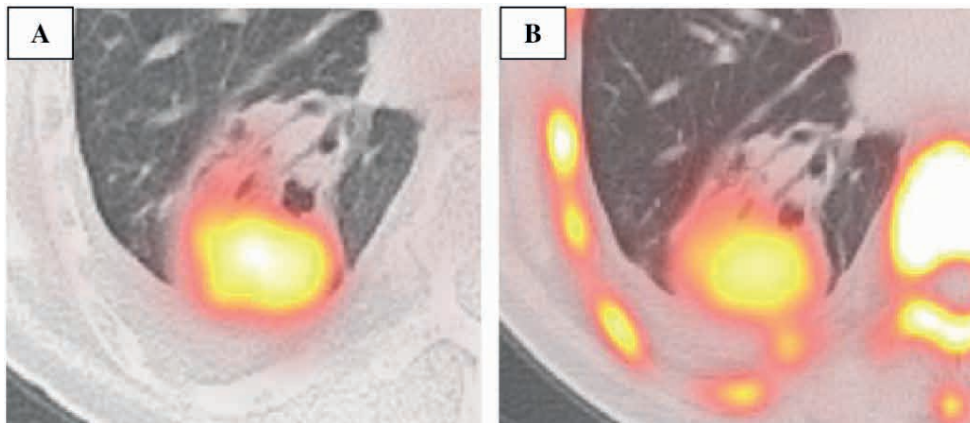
(A) El uso de ^{18}F – FDG muestra captación (actividad hipermetabólica) por la masa en pulmón derecho, no capta áreas atelectásicas al contorno del presunto nódulo. (B) Imagen en donde se usa ^{18}F – FLT muestra una mayor captación por la masa, pero además presenta actividad hipermetabólica en lesiones benignas.
